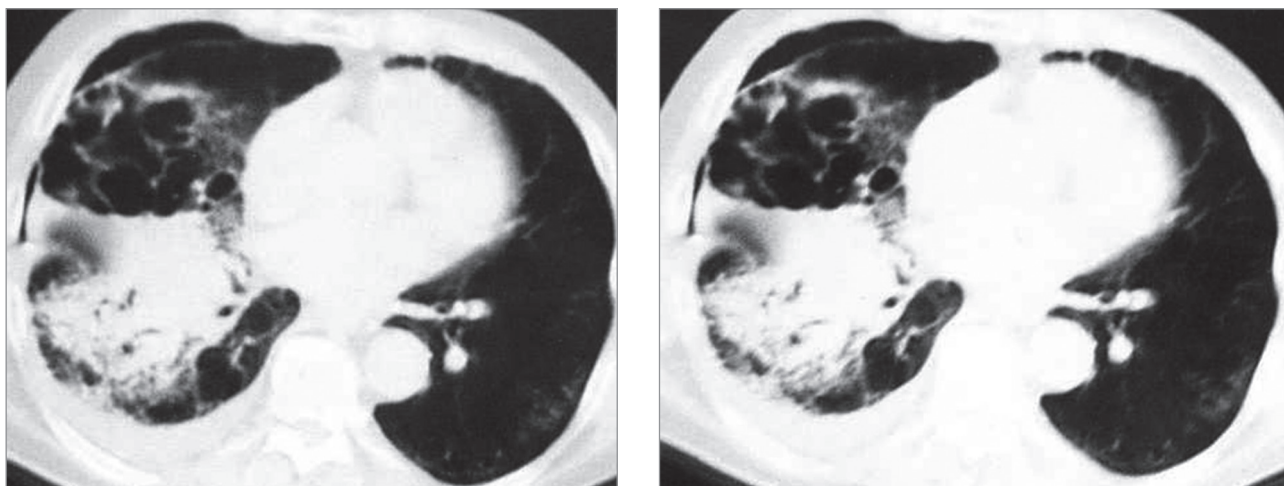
Пневмония, осложненная абсцедированием; хроническая обструктивная болезнь легких. Компьютерная томограмма
